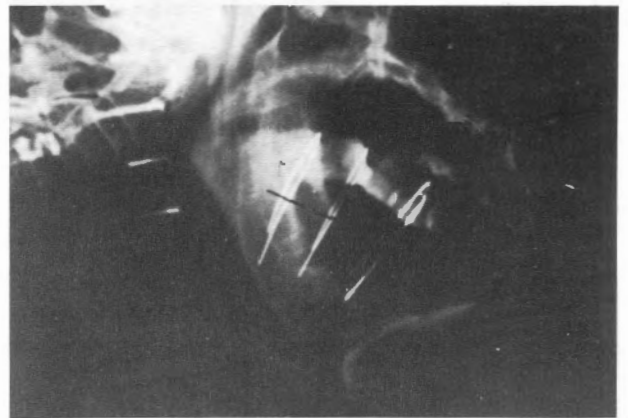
Radiografía de 3 horquillas vectoras de ¹⁹²Ir.
